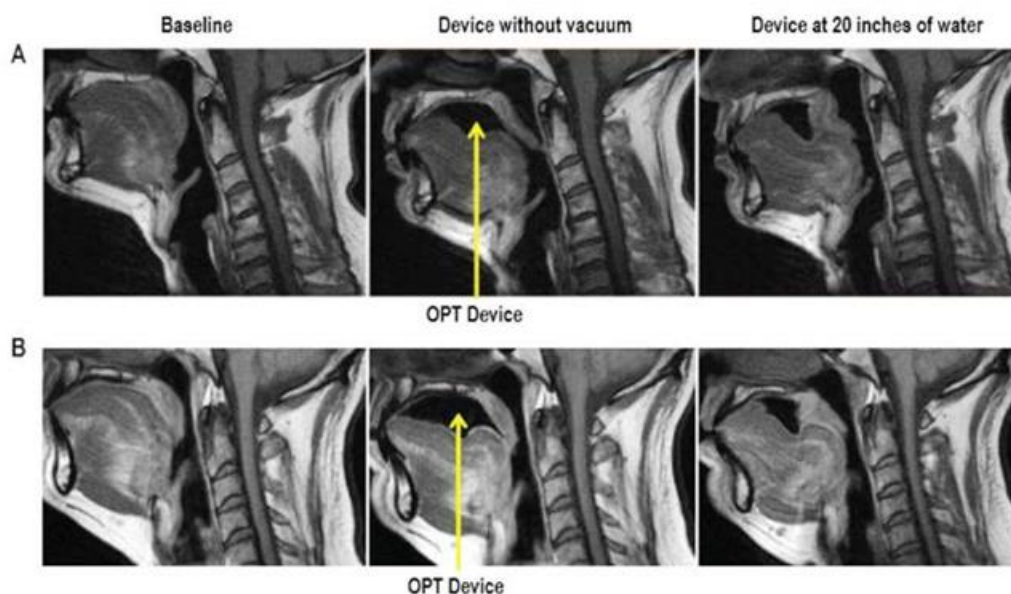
Individuos sometidos a resonancia magnética en 3 modalidades. Sin dispositivos de presión oral, con el dispositivo, pero sin presión y con dispositivo y presión, son observables los cambios biomecánicos que se presentan en las estructuras involucradas. Schwab RJ, Kim C, Siegel L, et al. Examining the mechanism of action of a new device using oral pressure therapy for the treatment of obstructive sleep apnea. *Sleep*. 2014;1(37):1237-47.
